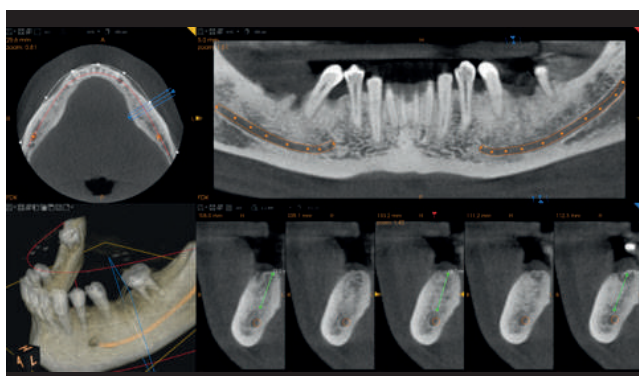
CBCT della mandibola (CS 9300®, Carestream): volume osseo residuo in sede #36
